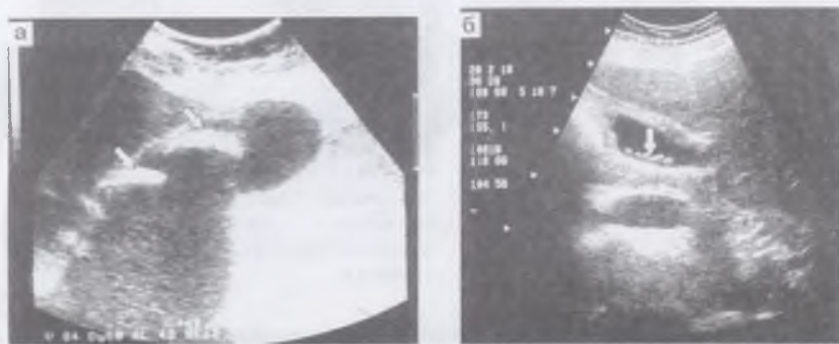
УЗИ. Хронический калькулезный холецистит. А - крупные камни желчного пузыря (стрелки) с широкой акустической тенью. Б - мелкие камни (стрелка).
